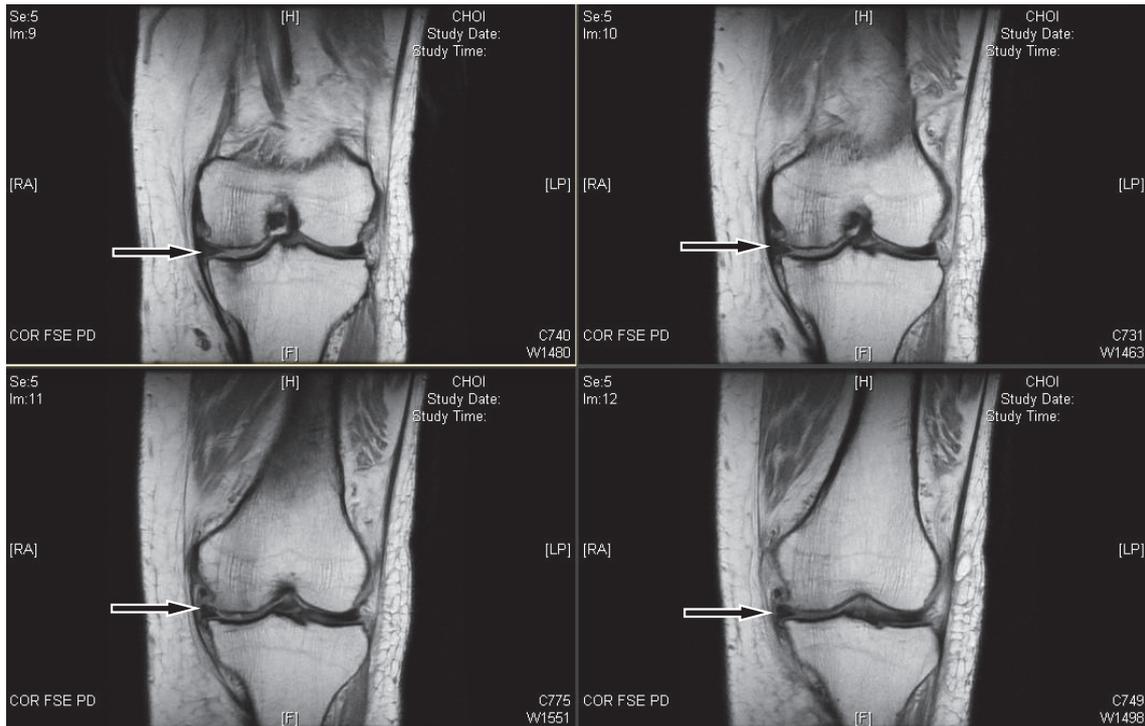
Left knee MRI of case 4
